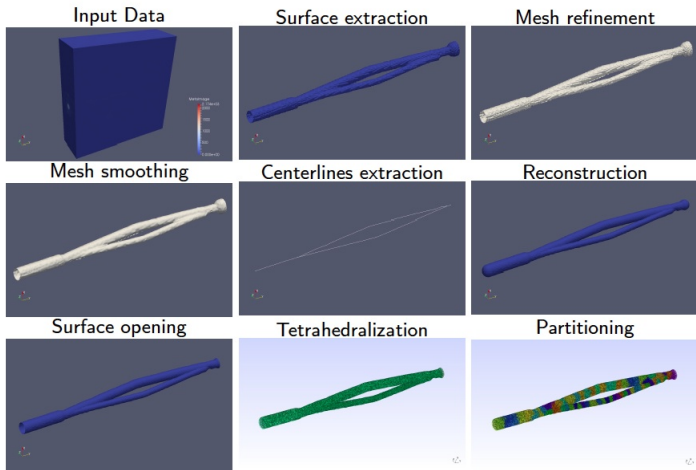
AngioTK : chaîne de traitement des données IRM aux maillages de calcul (avec Kitware).
